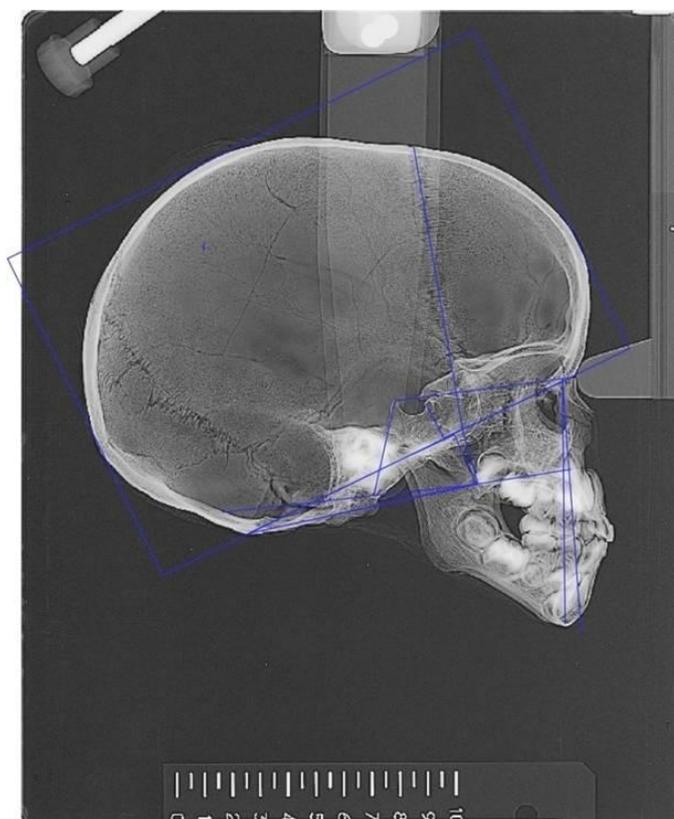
Téléradiographie d'un crâne d'enfant du Néolithique du Hoggar en denture mixte et en psalidontie © D. Hadjouis.
